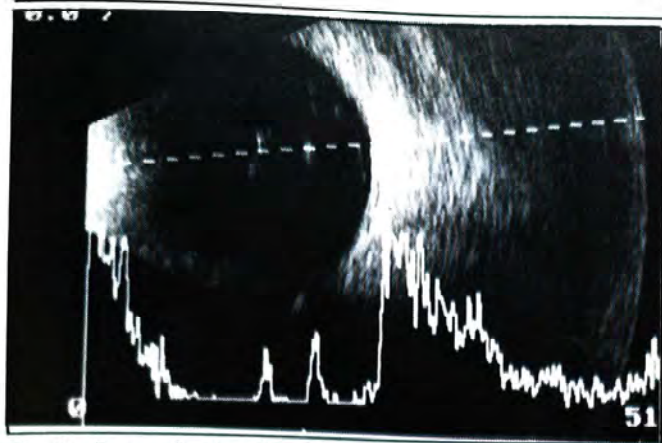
Ecografia do olho direito mostra a presença de ecos segmentares vítreos e de pequenas e tênues membranas vítreas inferiores
